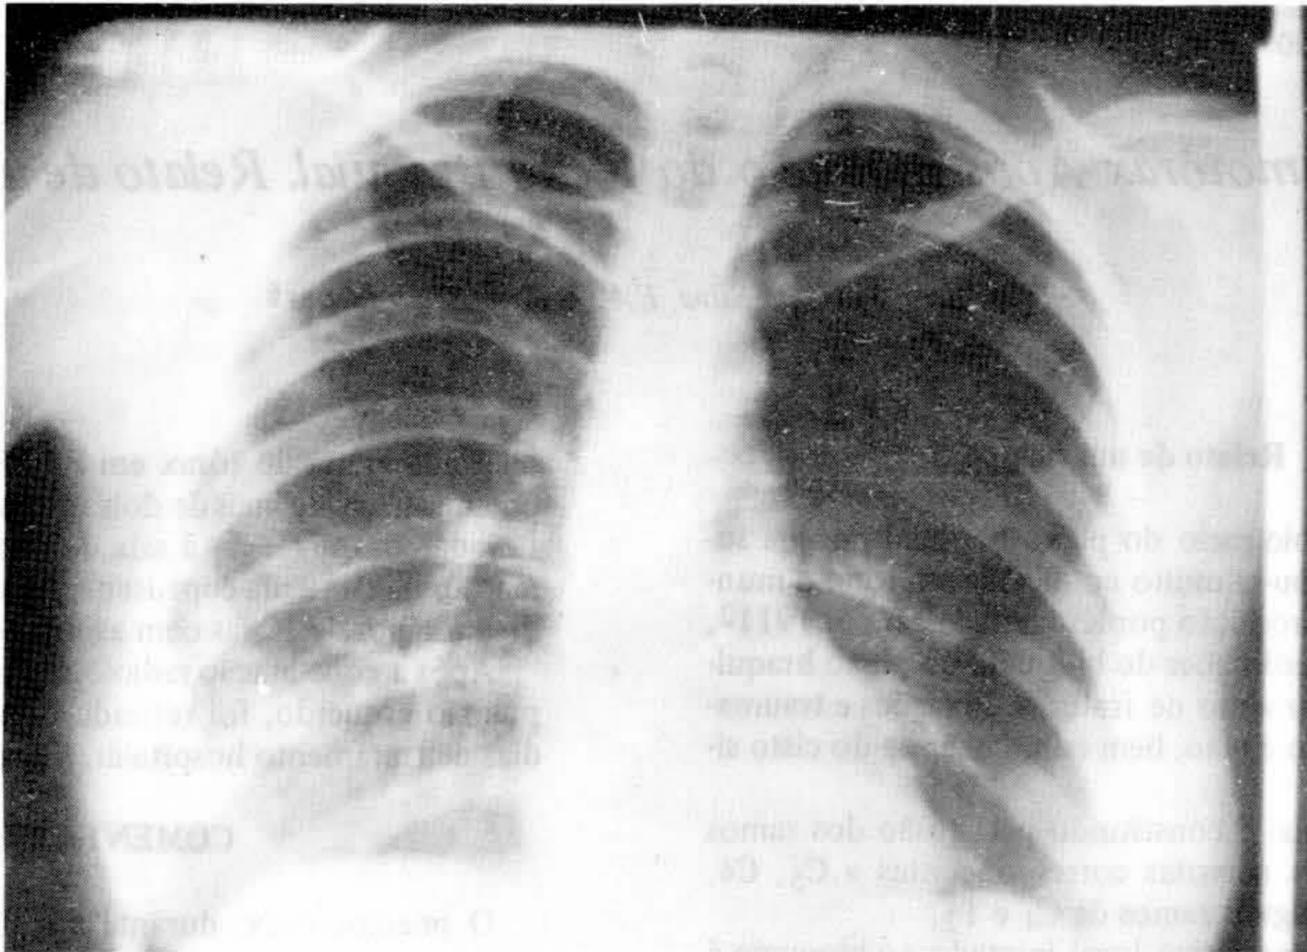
Teleradiografia do Tórax em P. A., mostrando volumoso pneumático (mais de 2/3 do pulmão colabado).
